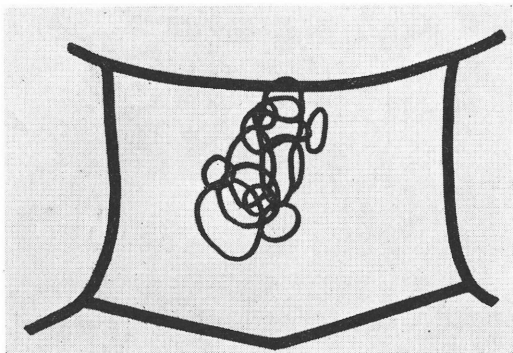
The areas of accumulation of radioiodine on thyroid scintigram after total thyroidectomy.
